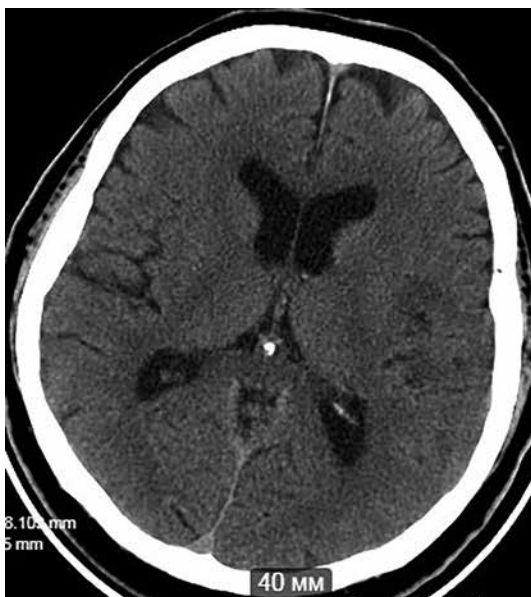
Компьютерная томография головного мозга пациента Б., 63 года, после ТЛТ, до начала тромбэкстракции
